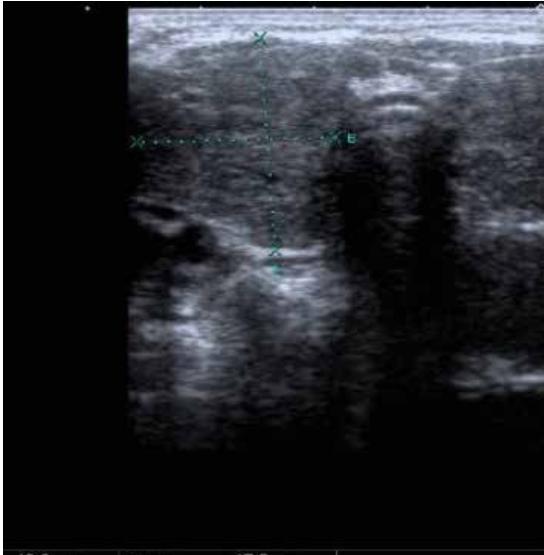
Ecografía de tiroides
